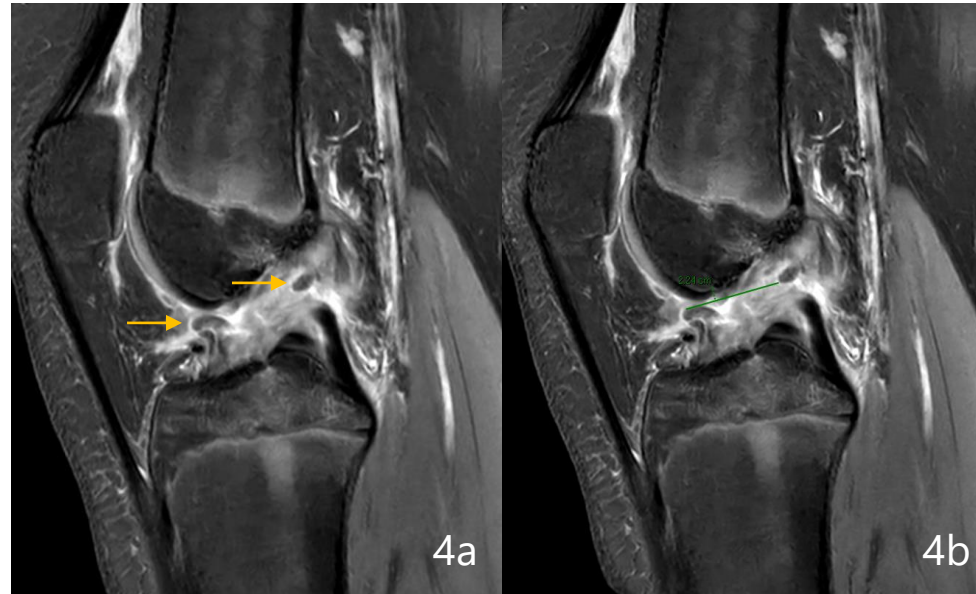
Imagen de resonancia magnética de rodilla de otro paciente con rotura completa del ligamento cruzado anterior. Obsérvese la retracción de sus cabos (flechas →), que se encuentran separados a una distancia de unos 2cm.
